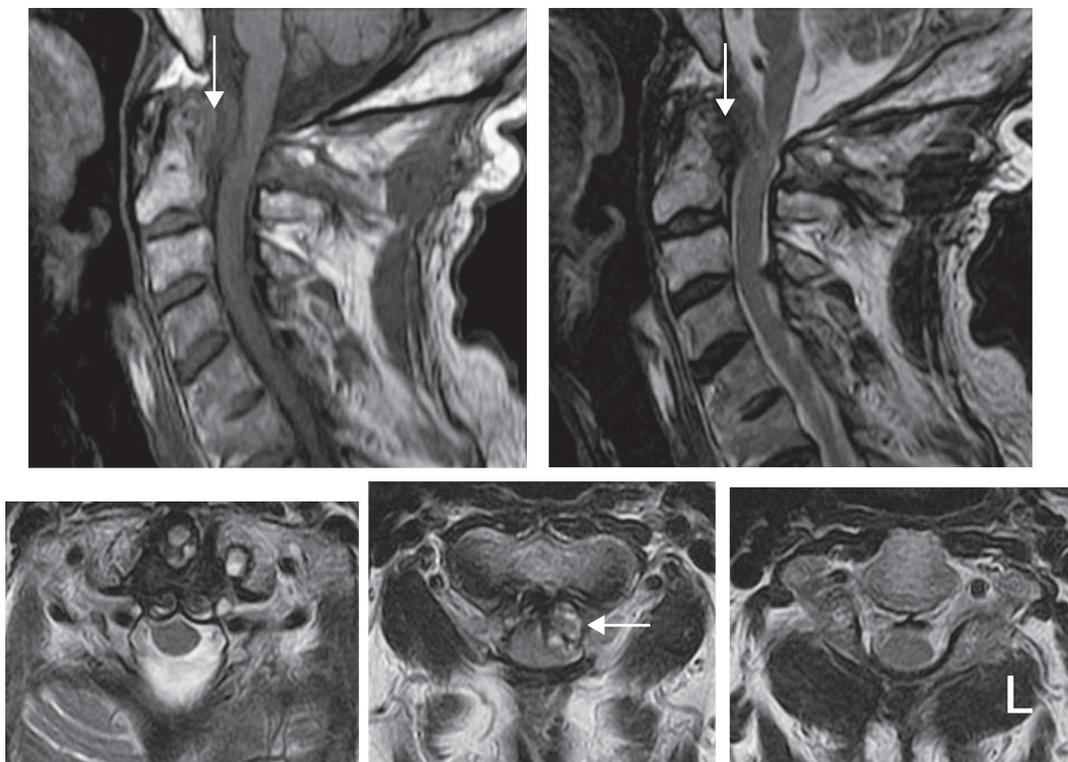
Cervical magnetic resonance imaging one year after surgery. The size of pseudo-tumor (arrow) has slightly diminished on the sagittal T₁- and T₂-weighted (left and right upper) images and also on the axial T₂-weighted image (lower center). The spinal cord degeneration on the T₂-weighted image (right upper) is unchanged.
